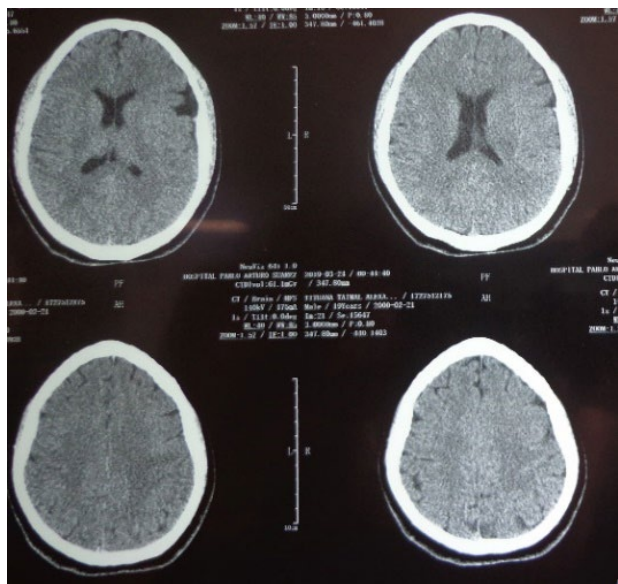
TAC de encéfalo inicial que no revela lesiones vasculares isquémicas o hemorrágicas, presencia de quiste aracnoideo localizado en fosa temporal izquierda que mide 39X32X68 milímetros con un volumen de 162cc., estructuras de la línea media sin alteraciones.
